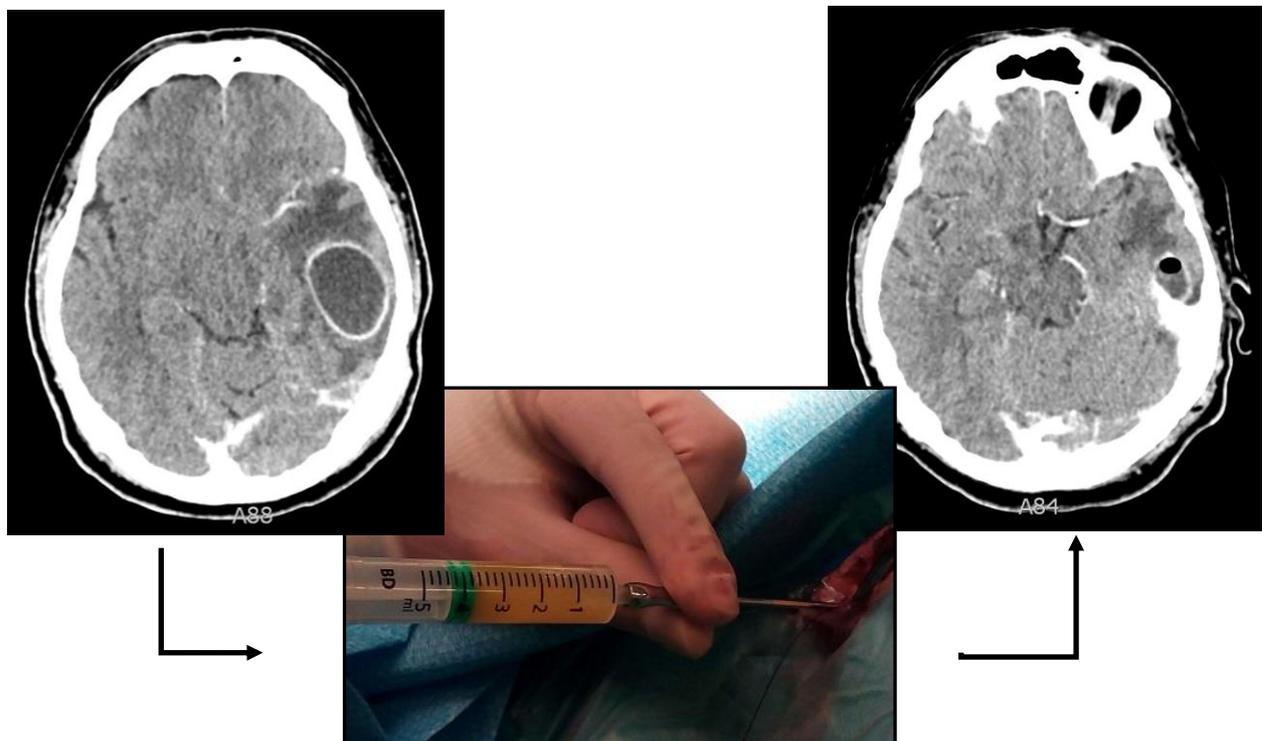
Imagen de TC craneal antes (izda) y después (dcha.) de la punción de absceso cerebral. Contenido purulento (centro).
